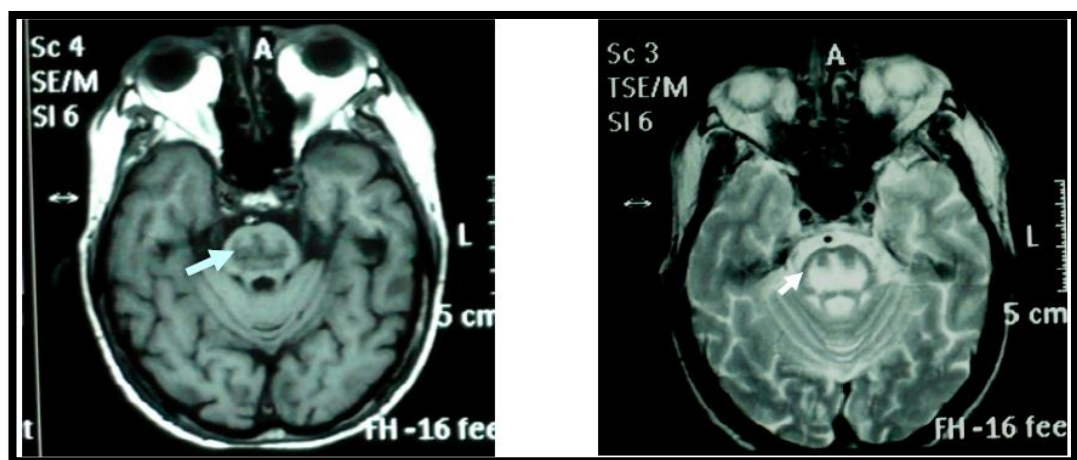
RMN encefálica – lesión simétrica en a las de murciélago.
